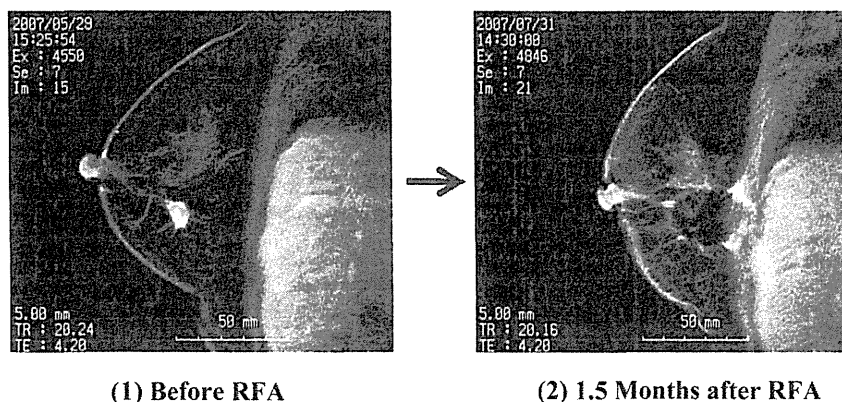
Enhanced MRI scans demonstrate successful RFA ablation. An irregular, enhancing lesion is observed in the pre-RFA image. After RFA, the tumour is no longer enhanced. A zone of ablation within the protein degenerative ring is demonstrated.
